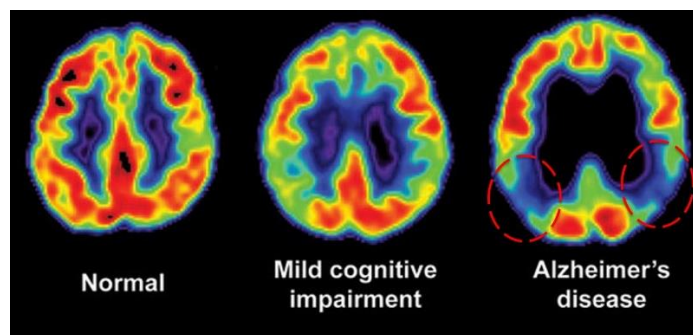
Basic indication of AD shows low intensity (uptake) in 2 circled regions on PET image. Source: www.francealzheimer.org
